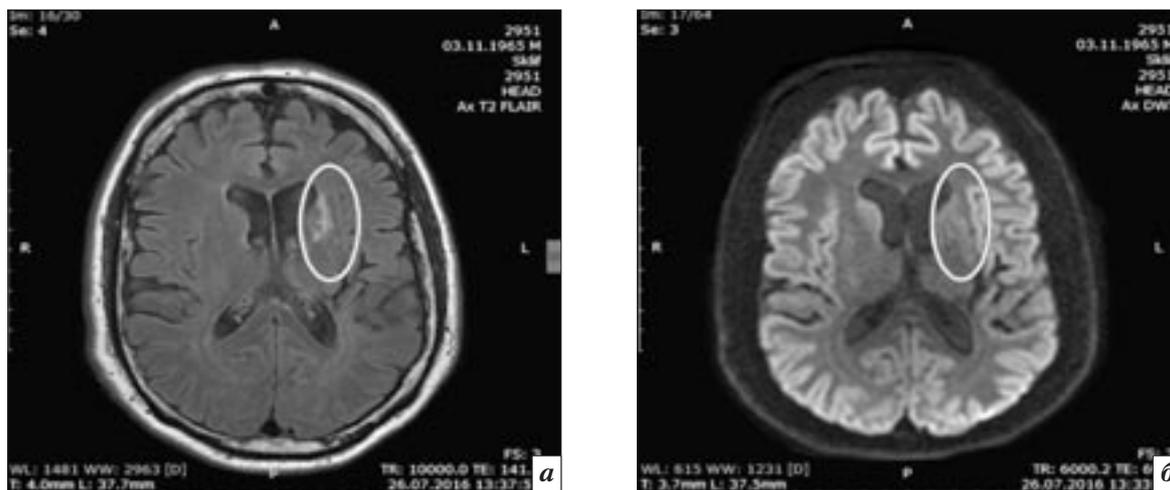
Данные предоперационного обследования больного Б., 50 лет: МРТ головного мозга в режиме FLAIR (а) и DWI (б). Визуализируются рубцово-атрофические изменения в левом полушарии, в проекции хвостатого ядра (обозначено белым овалом)
